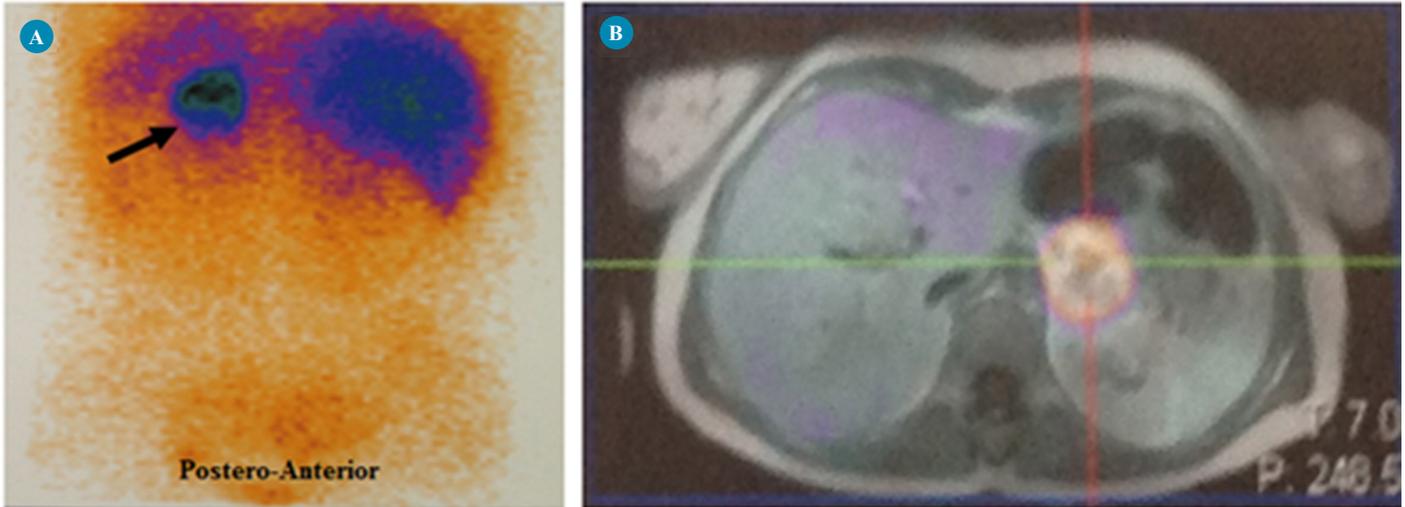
Cintigrafia corporal com ^{123}I -MIBG. A) Foco de hiperfixação em projeção sobre a loca suprarrenal esquerda; B) Imagens de fusão tomográfica SPECT/RM.
